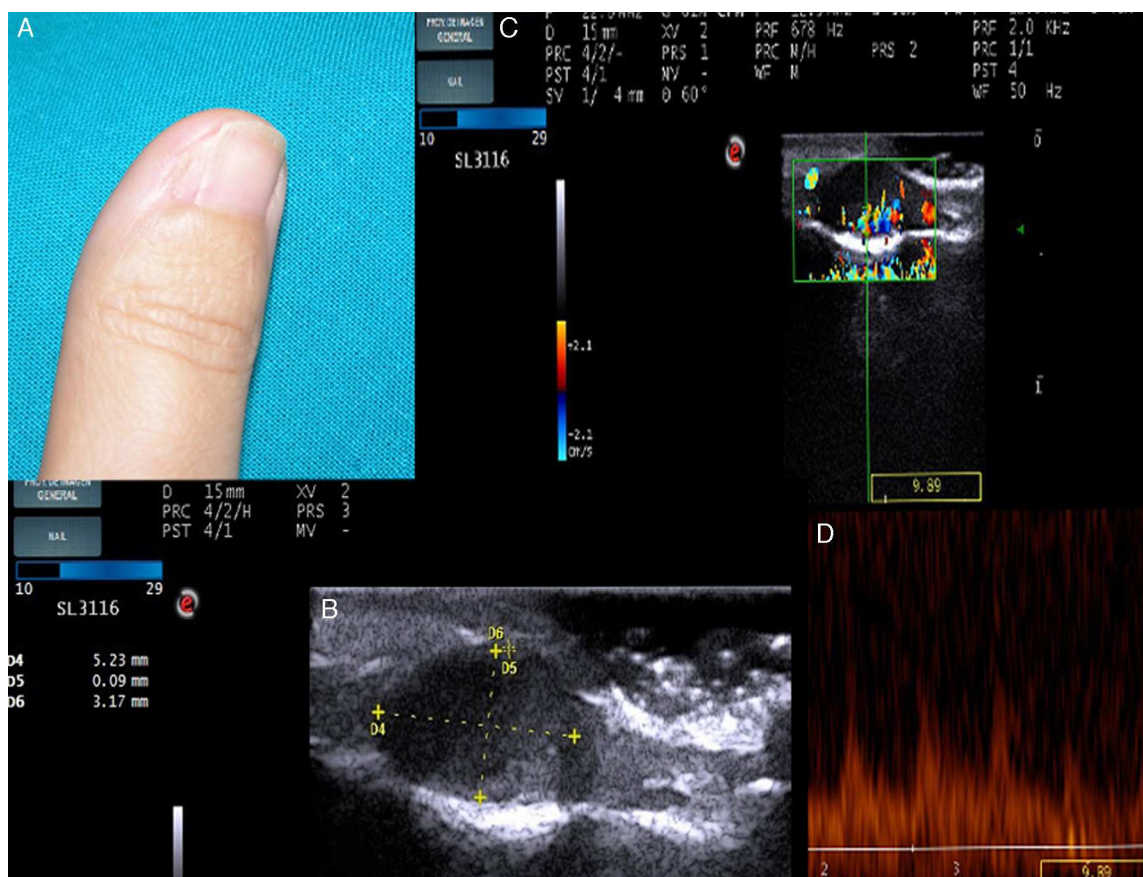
A. En la exploración se aprecia distrofia ungüeal en la cara medial del primer dedo de la mano derecha. B. En modo B se aprecia una lesión sólida hipocóica de forma ovalada, bien delimitada, de bordes regulares. C. En el modo doppler color se aprecia la abundante vascularización en el lecho ungüeal. D. El análisis espectral demuestra un flujo sistólico arterial de bajo grado dentro de la lesión.
